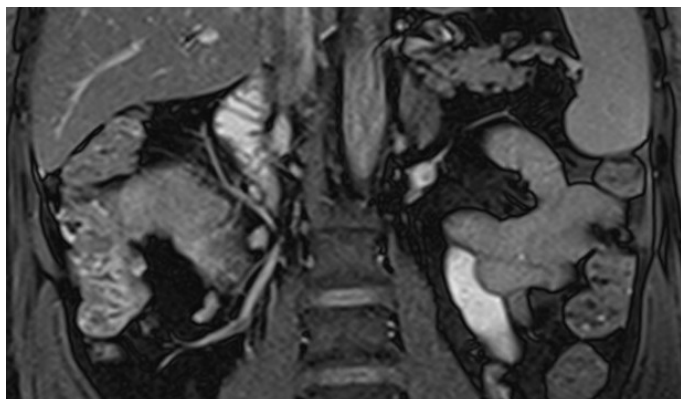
MRI – the lower pole of the tumor in close proximity to the ileocolic vessels.
